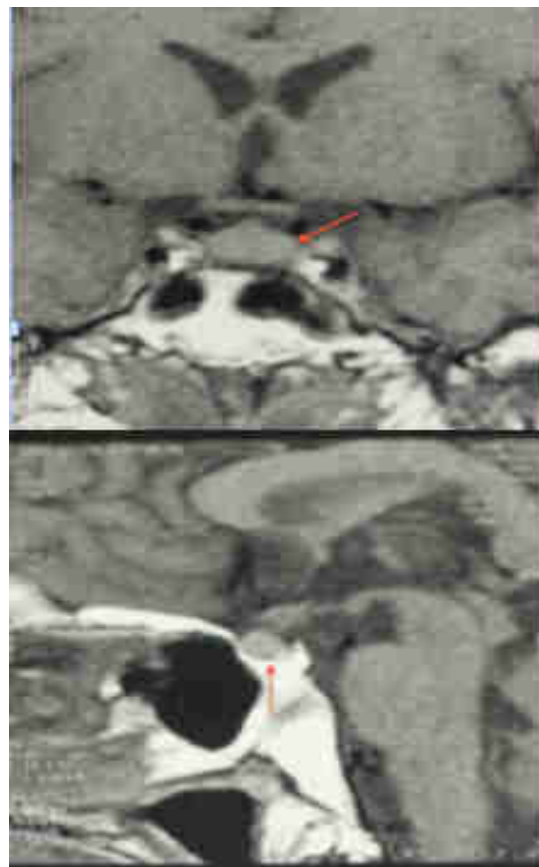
Resonancia magnética nuclear en T1 donde se evidencia adenoma hipofisario.
